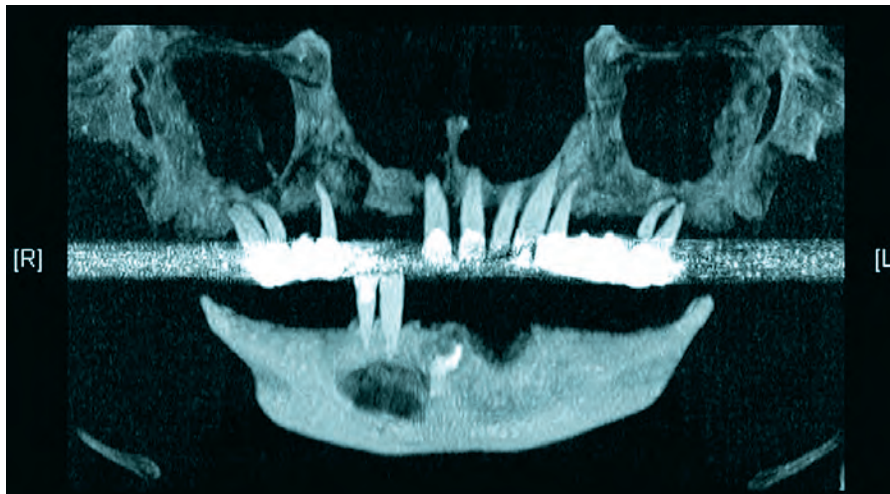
Präoperative OPG-Rekonstruktion aus dem CT: zystische Läsion mit Wurzelrest im vierten Quadranten, horizontaler Knochenabbau im Oberkiefer mit osteolytischen Prozessen
